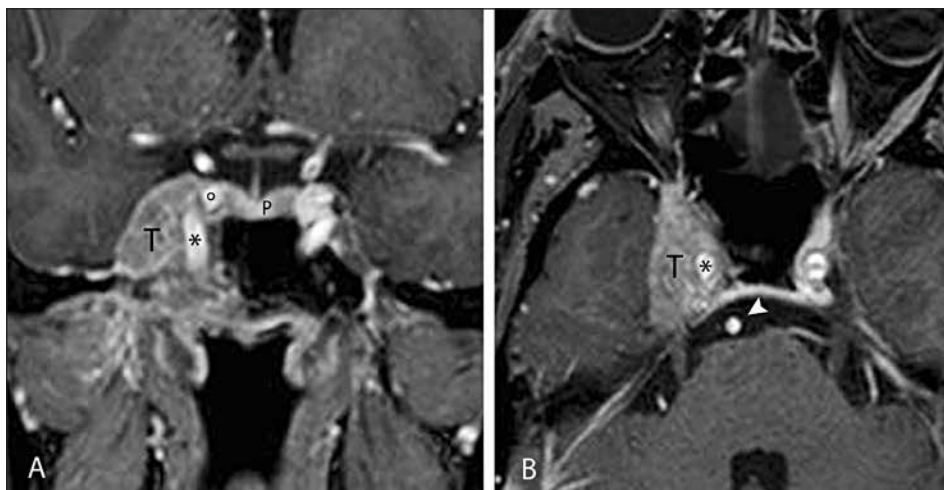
Carcinoma Adenoide Cistico esteso al seno cavernoso e determinante incasement a 360° della carotide paraclivale ed intracavernosa, evidente alla RMN nelle sequenza T1 con gadolinio.
